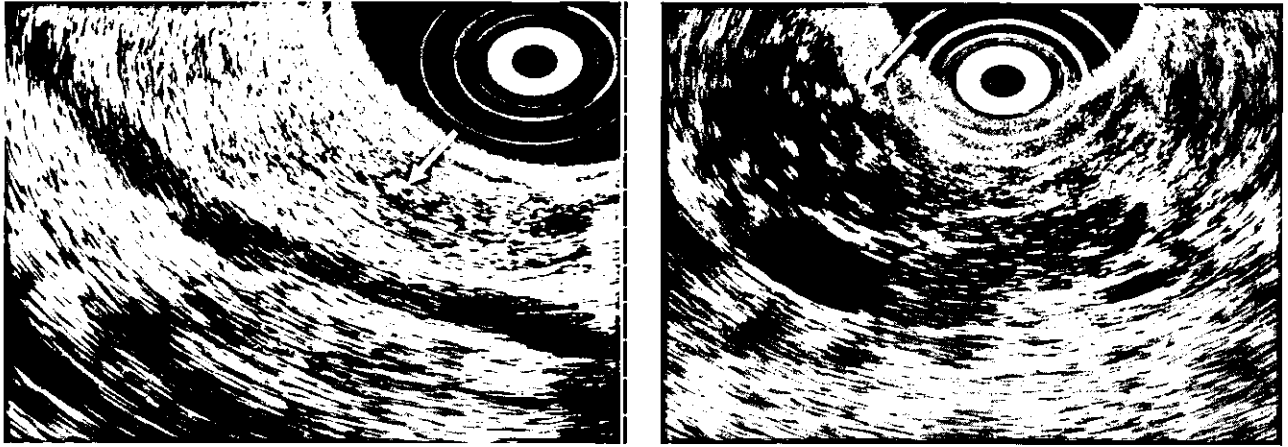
点状高エコー，索状高エコーと斑状高エコー（矢印）
